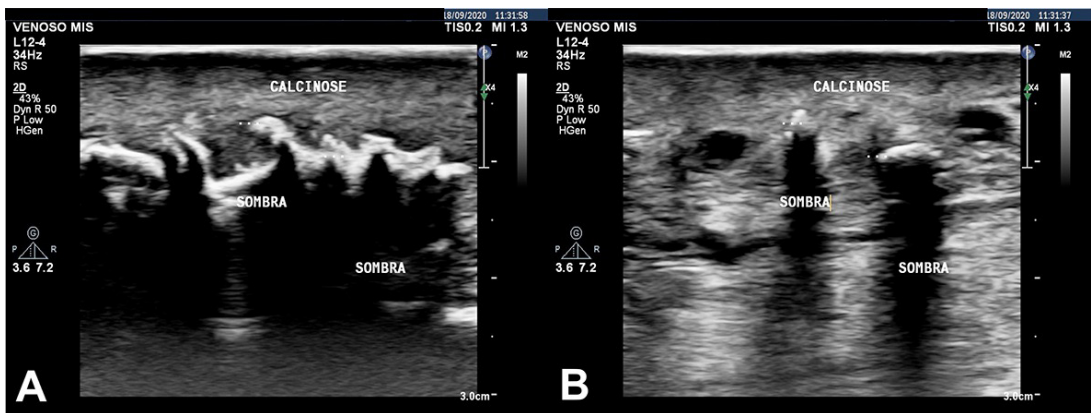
A e B) Ultrassom Doppler colorido de membros inferiores (modo B) com imagens hiperecogênicas que geraram sombra acústica intensa, com áreas de confluência, sugerindo depósito de cálcio no tecido celular subcutâneo, no terço médio distal da perna na topografia das úlceras.
